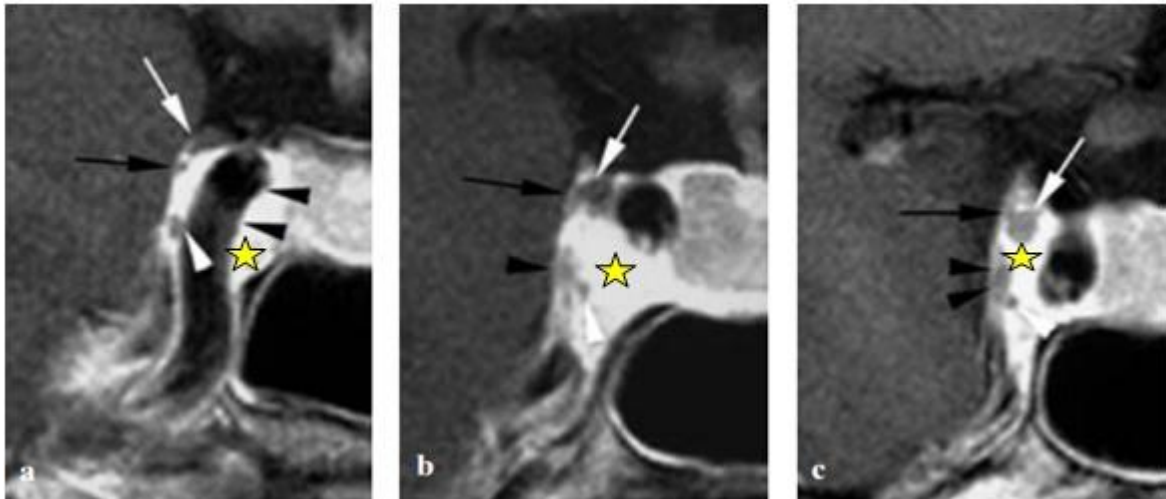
IRM, T1 injectée coupe coronale passant par le sinus caverneux (étoile)
